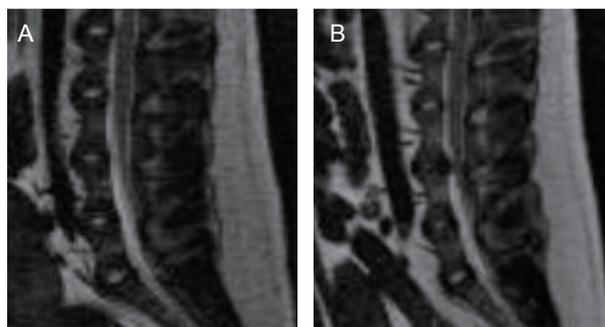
经皮椎间盘穿刺造模前后 L₅₋₆ 椎间盘 MRI 图像对比 (A) 造模前椎间盘图像; (B) 造模后 7 天椎间盘图像
